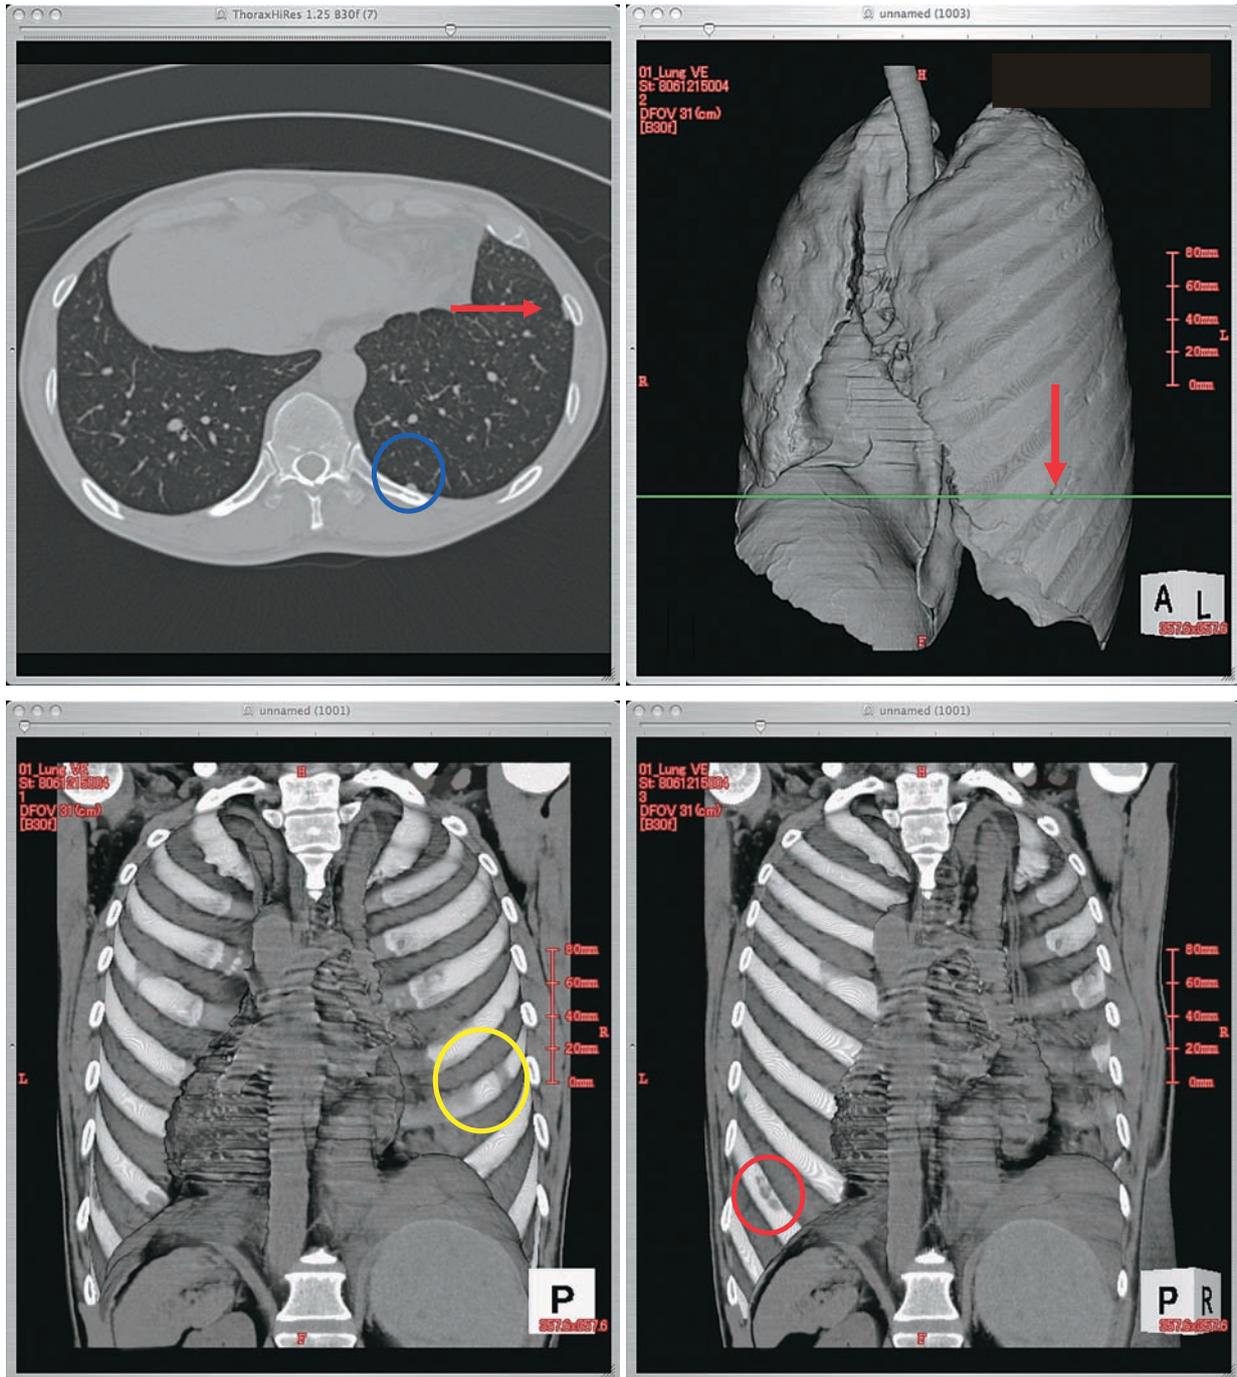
左上：CT画像（肺野条件） 右上：肺3D表示 左下：胸壁3D表示（前面） 右下：胸壁3D表示（斜位）
